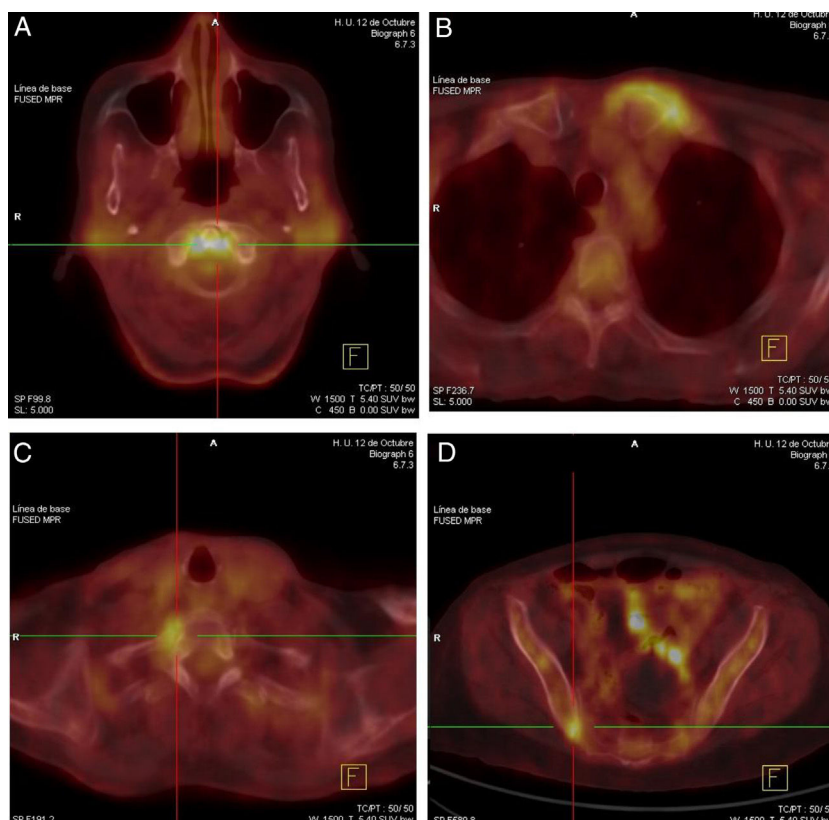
Hipercaptación del radiofármaco (18F-FDG) en PET-TC a nivel de las articulaciones atloaxoidea (A), esternoclavicular izquierda (B), costovertebral derecha de T1 (C) y sacroiliaca derecha (D).
